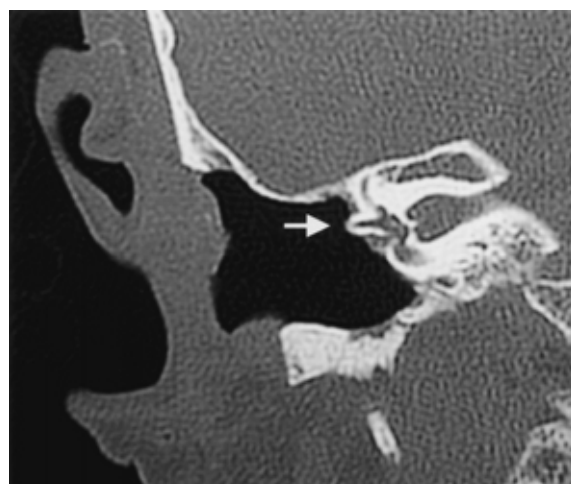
側頭骨CT冠状断(9月20日): 水平半規管隆起(白矢印)を残し削開されている。
